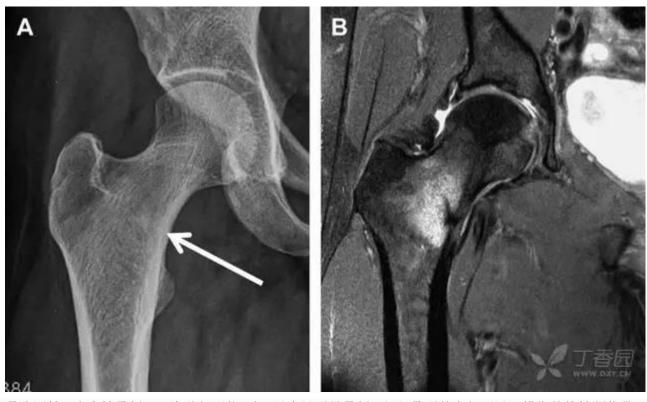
长跑运动员股骨隐匿性、应力性骨折。A 为髋部正位 片,虽未见明显骨折,但股骨颈基底部可见一模糊的线性硬化带(箭头)B 为 MRI 冠 状位 STIR 序列扫描,示股骨颈应力侧可见一线性低密度信号影,周围包绕骨髓水肿的高密度影
